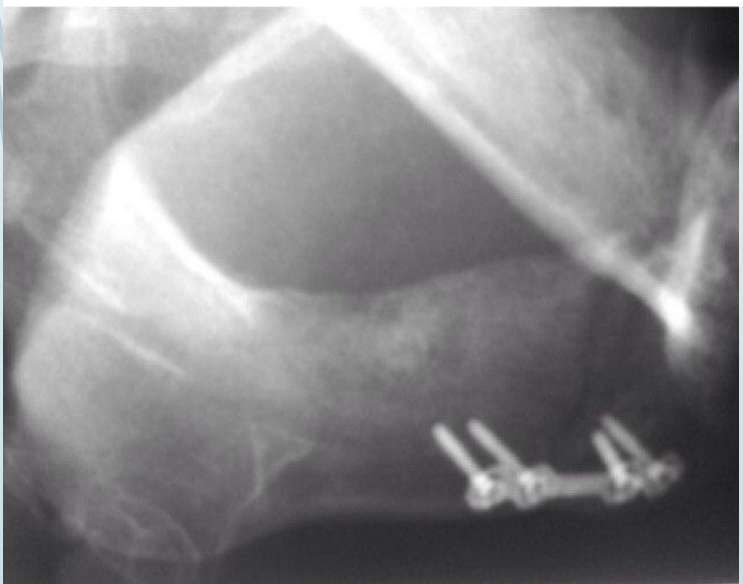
Контрольная рентгенограмма нижней челюсти после остеосинтеза
